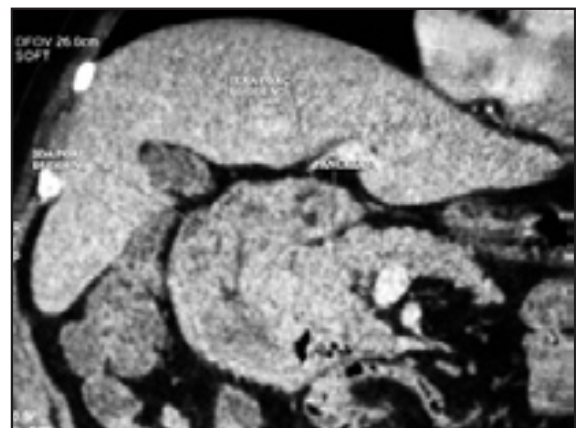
La tomografía muestra marcado engrosamiento de la pared de la primera y segunda porción del duodeno sin captación importante de contraste que oblitera el lumen sin infiltración local ni ganglionar.
